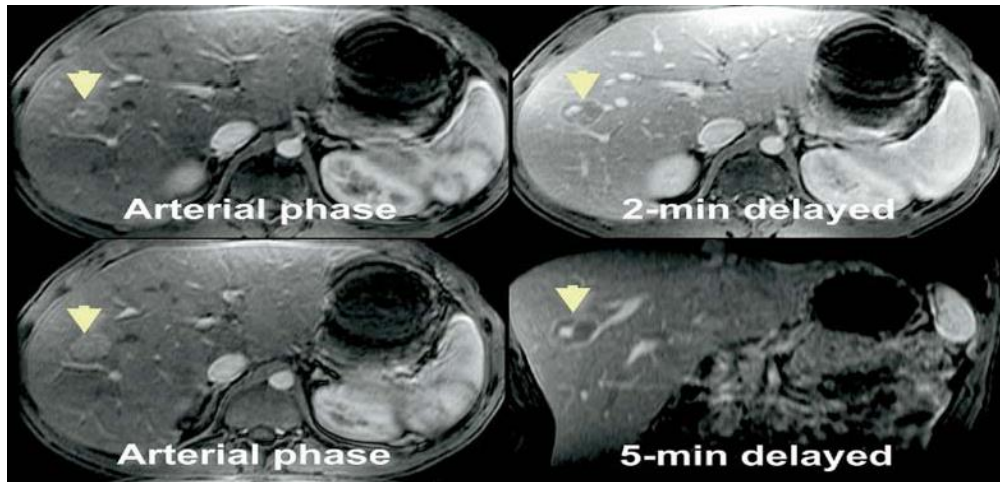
Aspect typique de CHC à l'IRM
